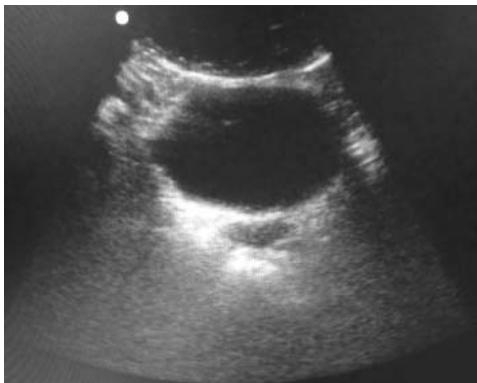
УЗИ-картина малого таза в норме (мочевой пузырь наполнен)
